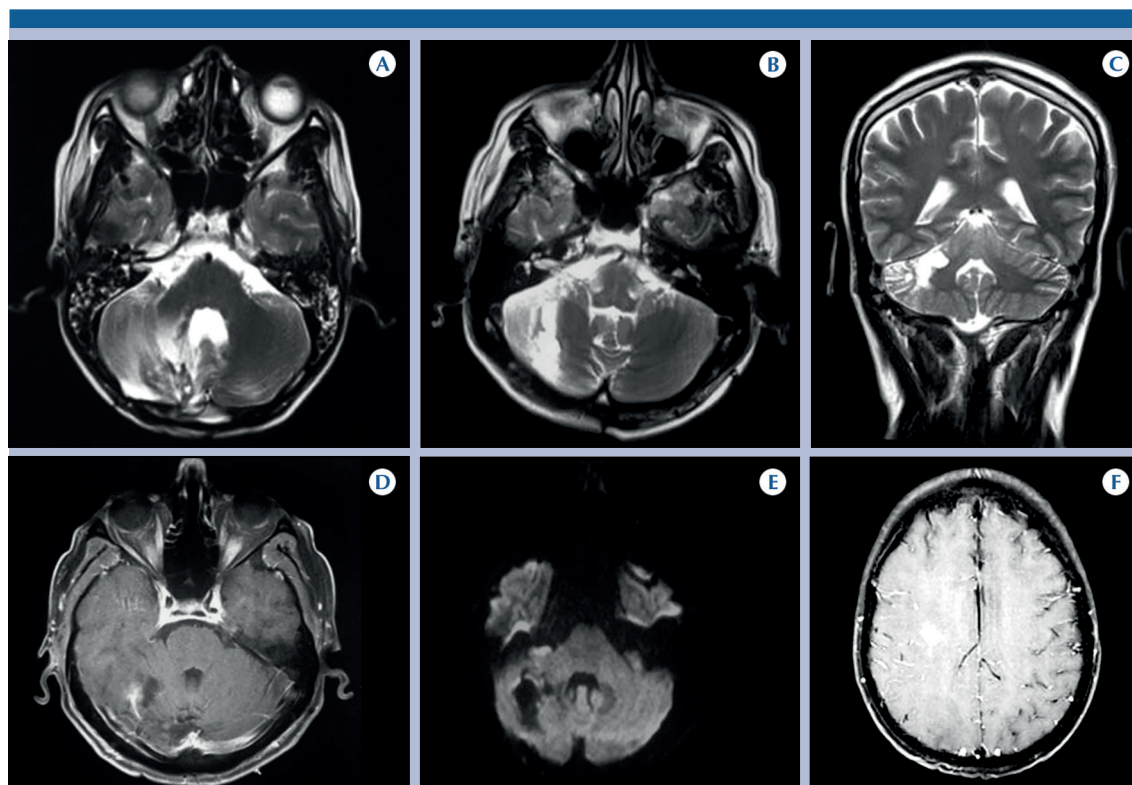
Resonancia magnética de cráneo. A-B) Lesión heterogénea por componente sólido y probablemente necrosis con realce intenso heterogéneo en porción sólida visualizado en C. D) Secuencia T1 contrastada en plano sagital: lesión intraaxial sólida, ovoidea, circunscrita, con realce periférico. E-F) Lesiones de similares características en occipital, parietal y temporal bilateral. El diagnóstico histopatológico fue primario de meduloblastoma con implantes supratentoriales.
